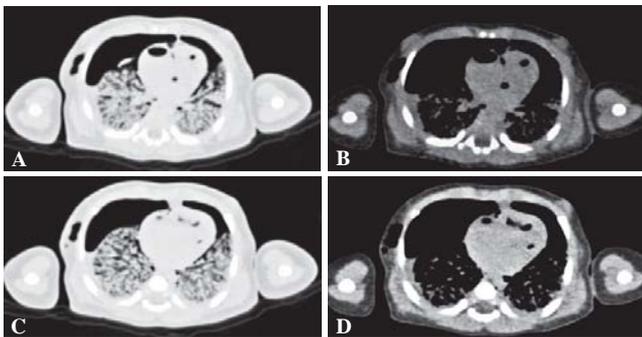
(A-D). Imágenes de TC axiales. Muestran aire en ambos hemitórax, con predominio del lado derecho, con parénquimas pulmonares que muestra una consolidación difusa con un patrón de aireación nulo. Se identifican cavidades diminutas hacia ambas bases pulmonares. Hay además gas intracardiaco, así como en el mediastino y en la región axilar derecha.
